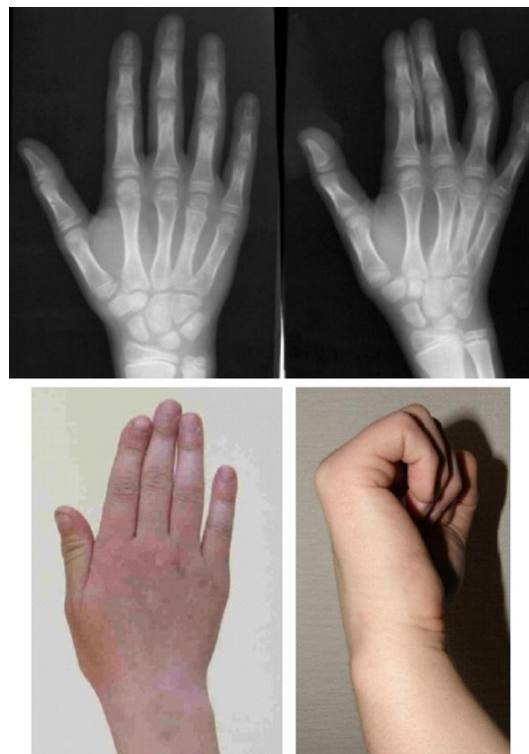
Рентгенограммы и фотография кисти больного Б. на контрольном осмотре через 1 год
